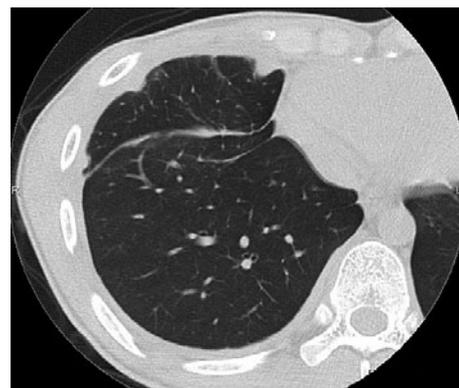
Chest computed tomography, showing pleural nodules and a small amount of right pleural effusion.
